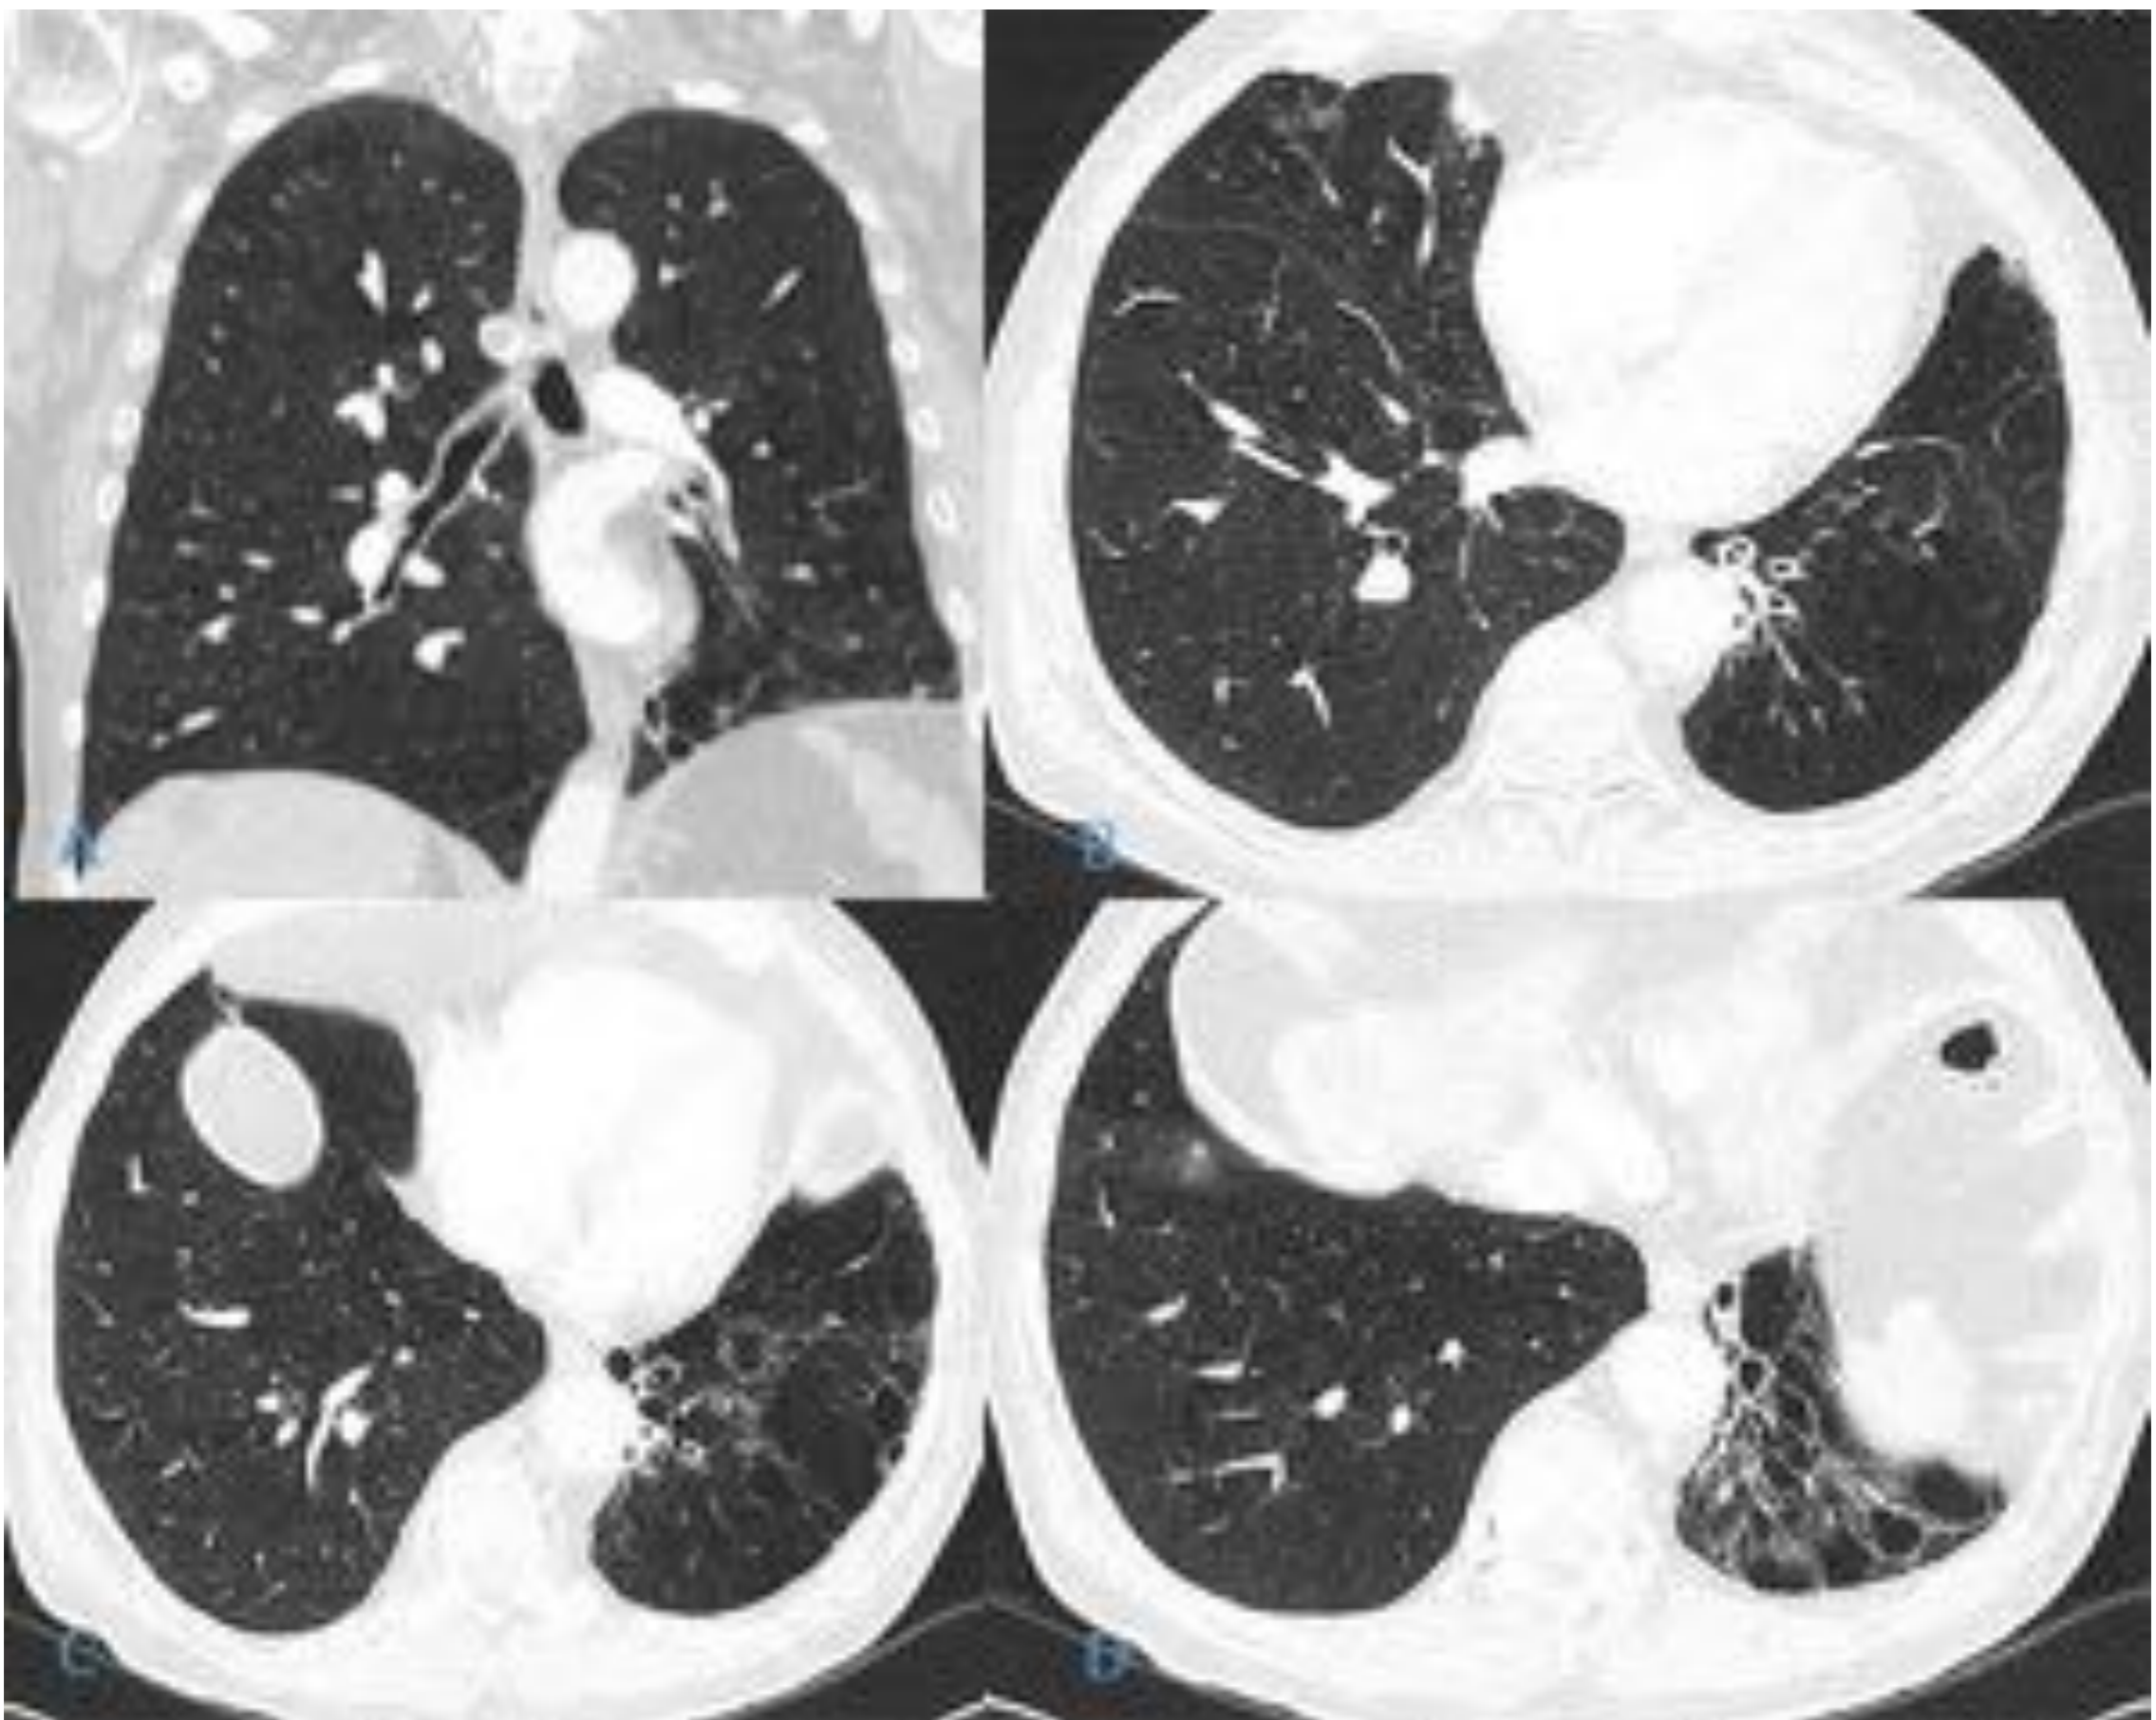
TC torácico mostrando reconstrucción coronal(A) y axiales(B,C,D) donde se observa pulmón izquierdo disminuido de tamaño y con patrón en mosaico y disminución de la vasculatura, hipodensidad y bronquiectasias en lóbulo inferior izquierdo.
